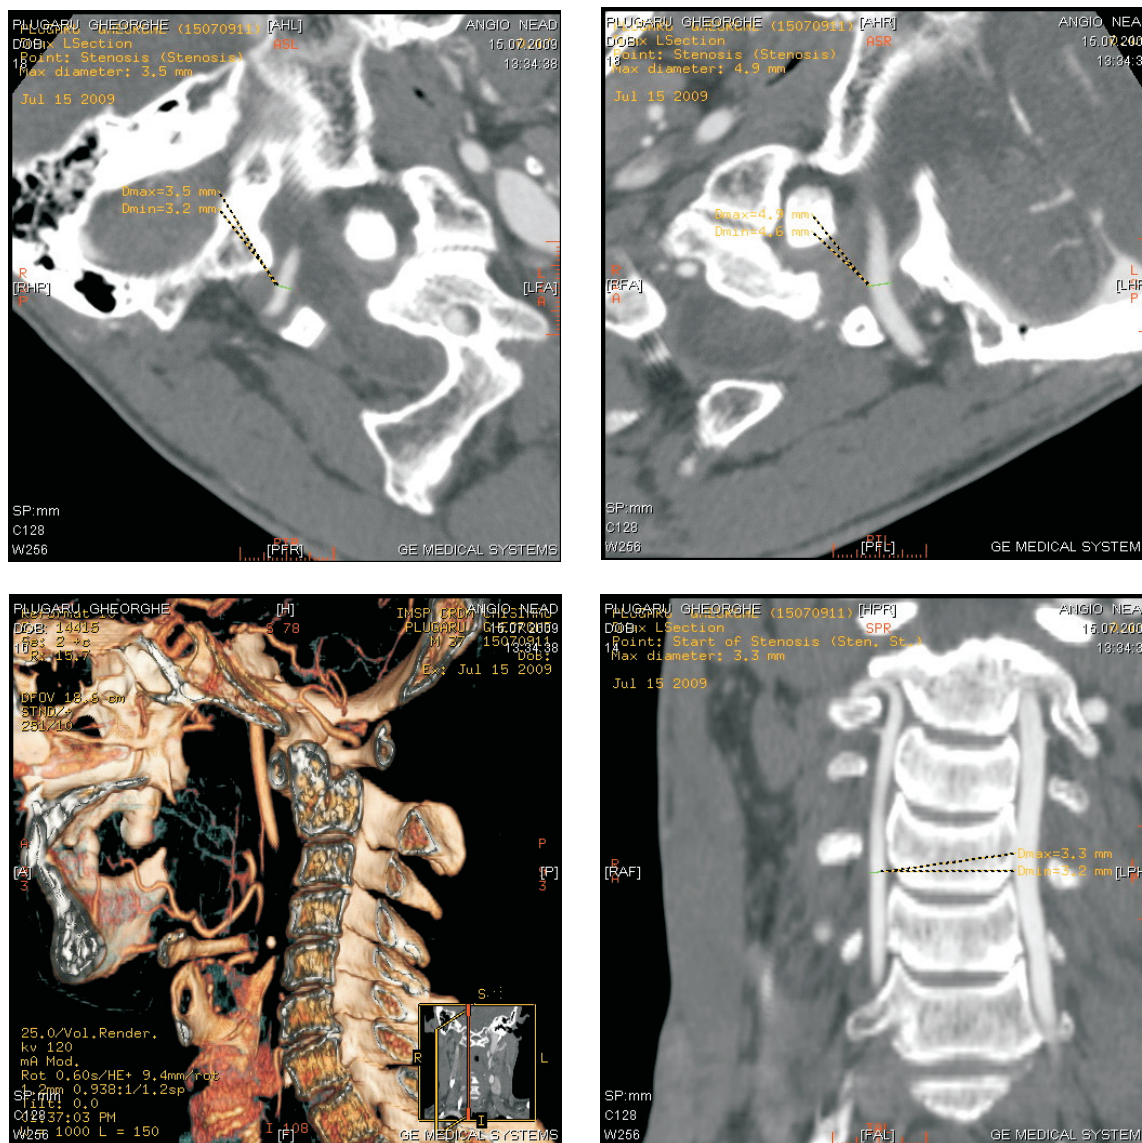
CT-angiografia segmentului crano-cervical cu reconstrucție tridimensională.
